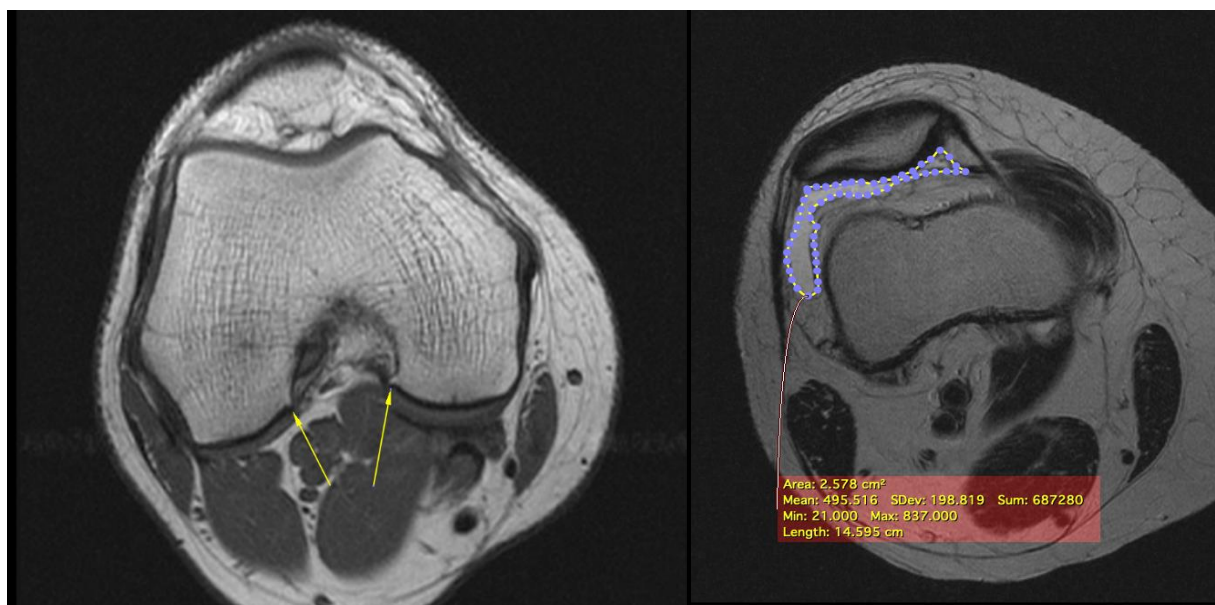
Пациентка К., 30 лет, I рентгенологическая стадия остеоартрита коленного сустава, МРТ правого коленного сустава. Слева: T1-взвешенное изображение в аксиальной плоскости. Желтыми стрелками отмечены остеофиты медиальных отделов мыщелков бедренной кости (область межмыщелковой ямки). Справа: T2-взвешенное изображение, аксиальная плоскость, оконтурен выпот в супрапателлярной сумке.
